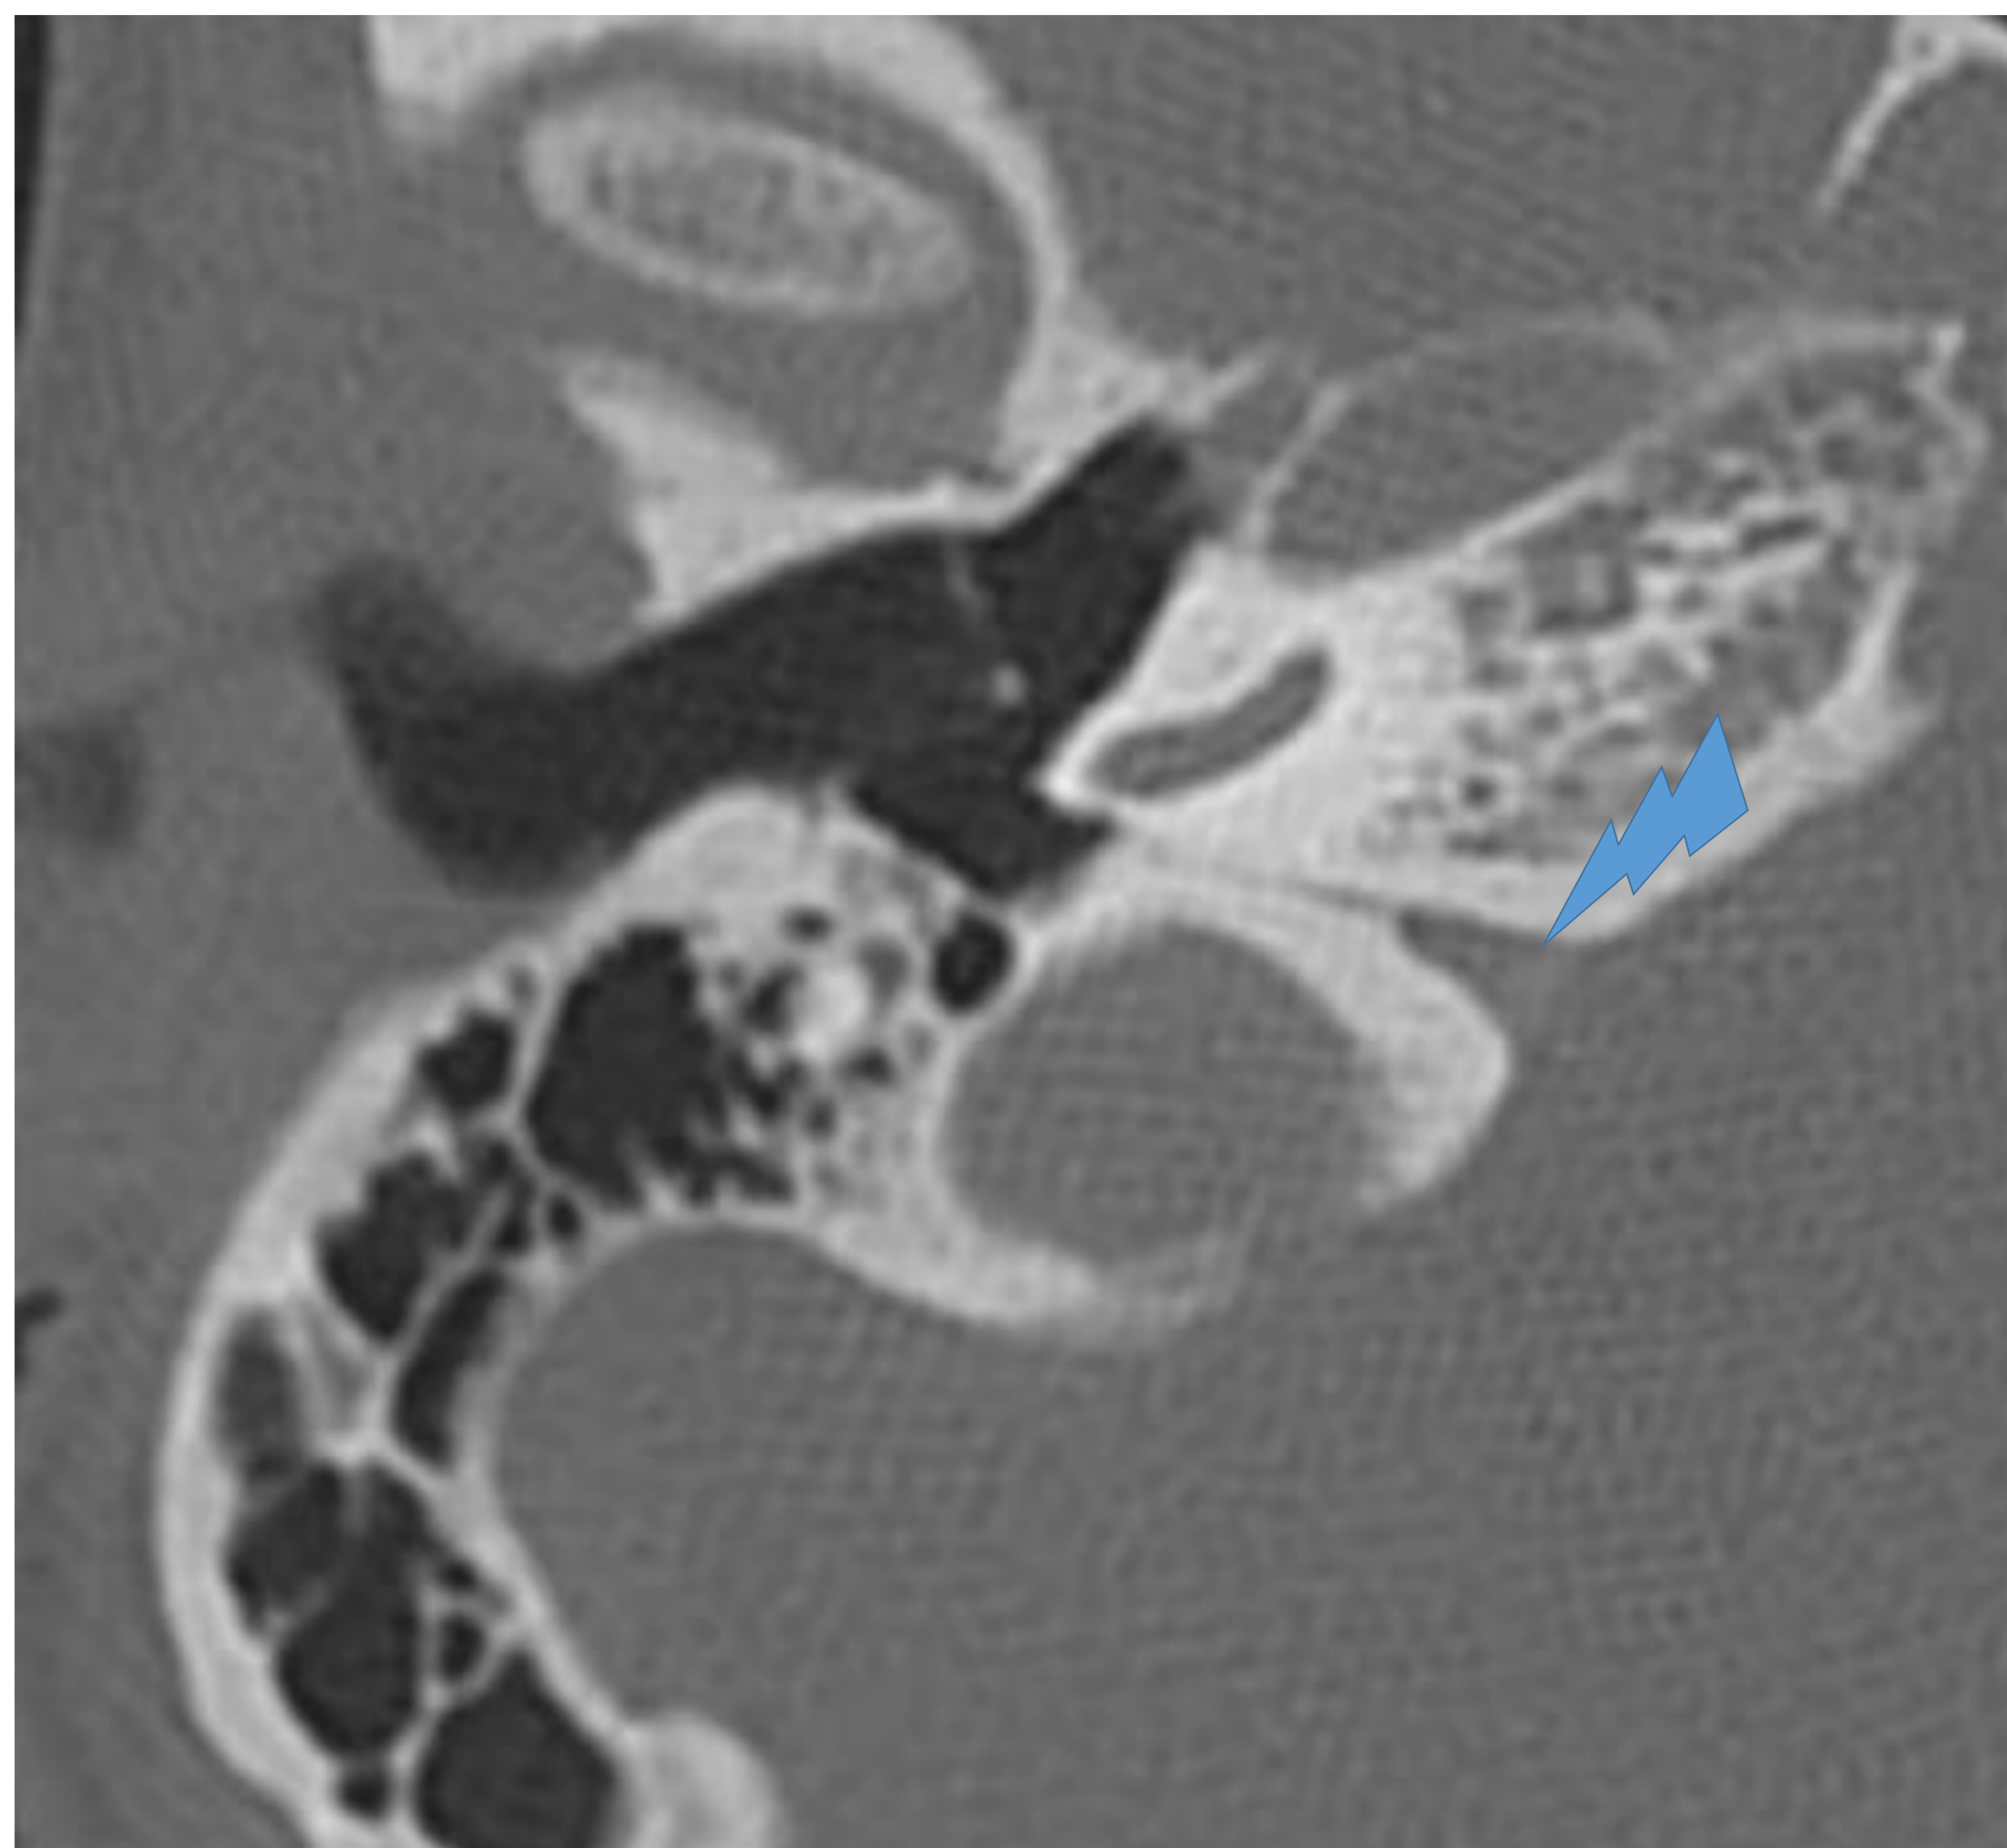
Corte axial TC: acueducto coclear.
